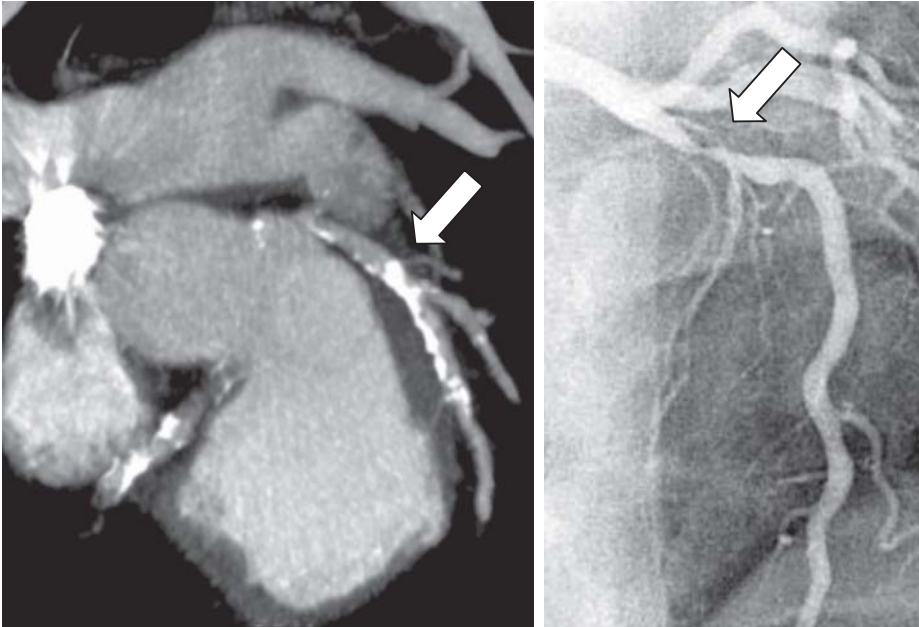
Darstellung einer hochgradigen Stenose durch eine Koronarangiographie und durch eine kardiale CT-Angiographie (CTA). Bei der Herzkatheteruntersuchung sieht man „nur“ die Hochgradige Stenose. Die CTA zeigt das gesamte Ausmaß der Grunderkrankung
